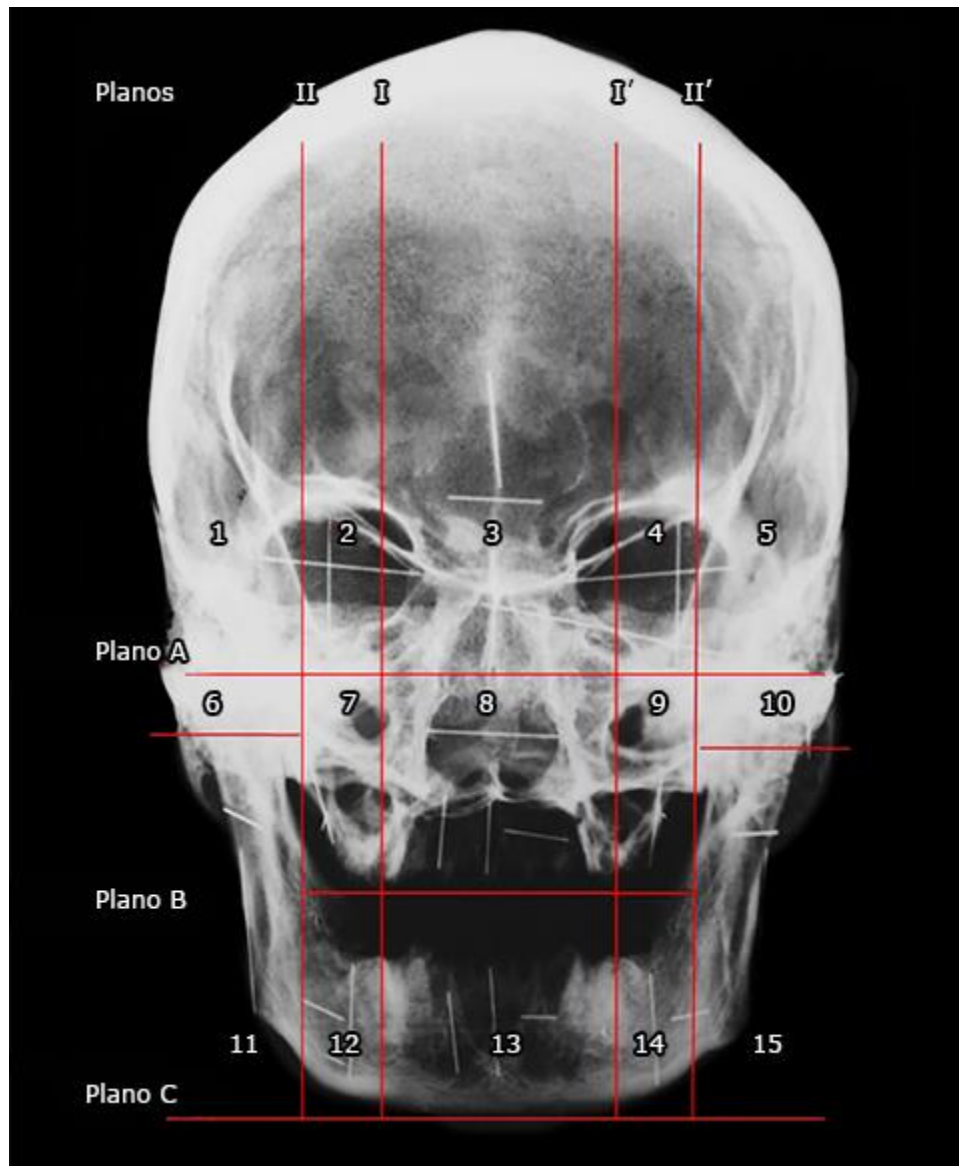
Radiografía posteroanterior de cráneo sobre la cual se han trazado los planos horizontales A, B y C y los planos verticales I, I', II y II' empleados para delimitar los 15 cuadrantes en que se dividieron el cráneo y la mandíbula. Igualmente, se muestra la imagen radiológica de los alambres rectangulares de diferente longitud colocados vertical y horizontalmente en cada uno de los 15 cuadrantes.
